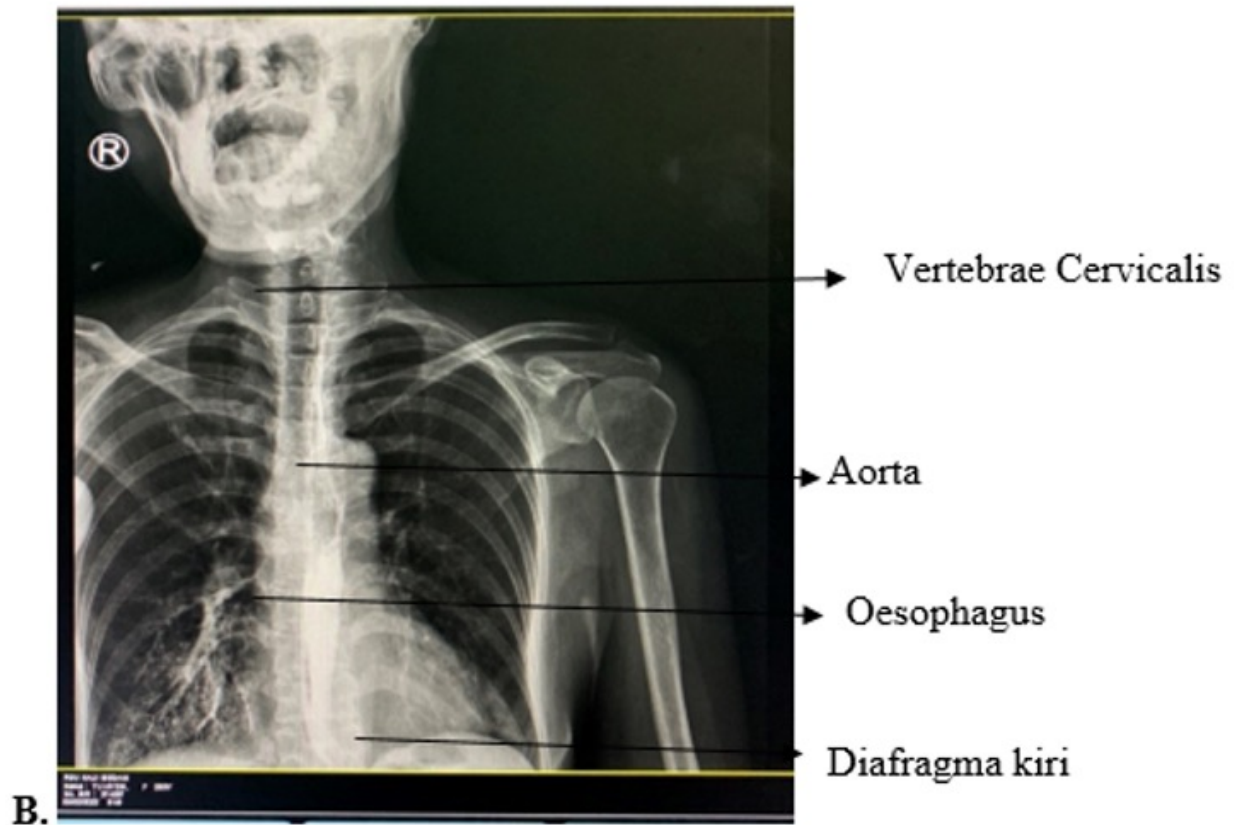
Radiografi Oesophagus Proyeksi Antero Posterior
